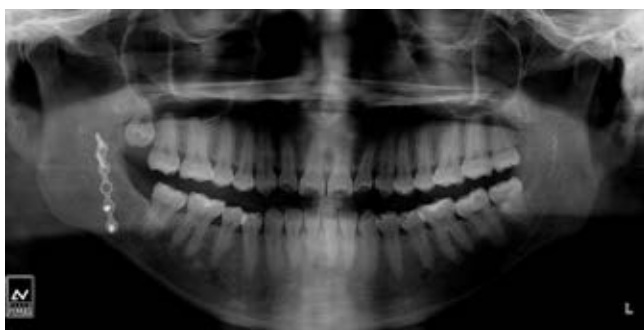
Radiografía panorámica de control, nótase la ausencia del cuerpo extraño y la correcta reparación de la fractura del ángulo mandibular derecho.
